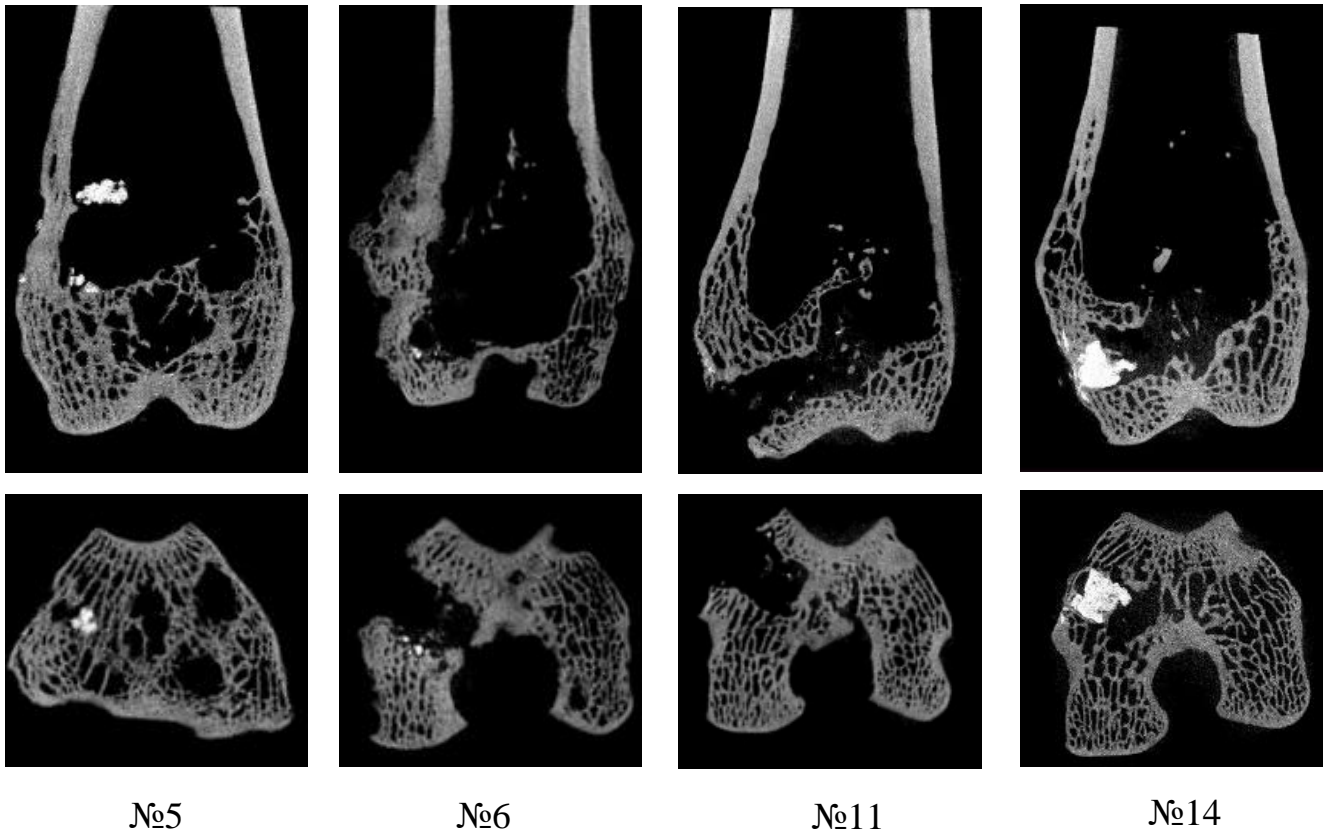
КТ - изображения дистального эпифиза правой бедренной кости, препараты группы 3, 6 месяцев наблюдения
